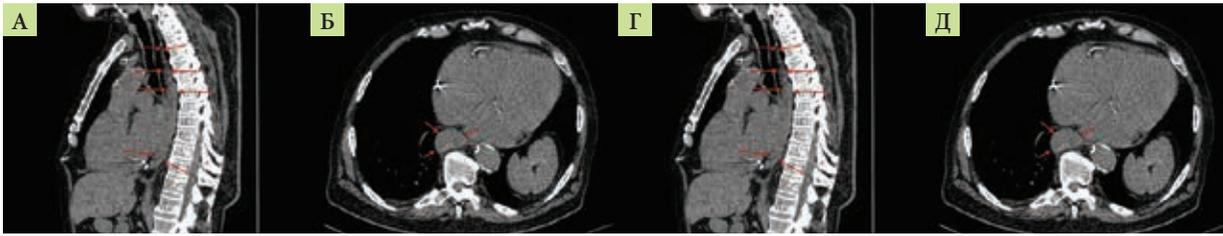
Компьютерная томограмма органов грудной клетки с визуализацией первичной меланомы в просвете пищевода (А – сагиттальная проекция; Б – аксиальная проекция; В, Г – измененные регионарные лимфоузлы)
